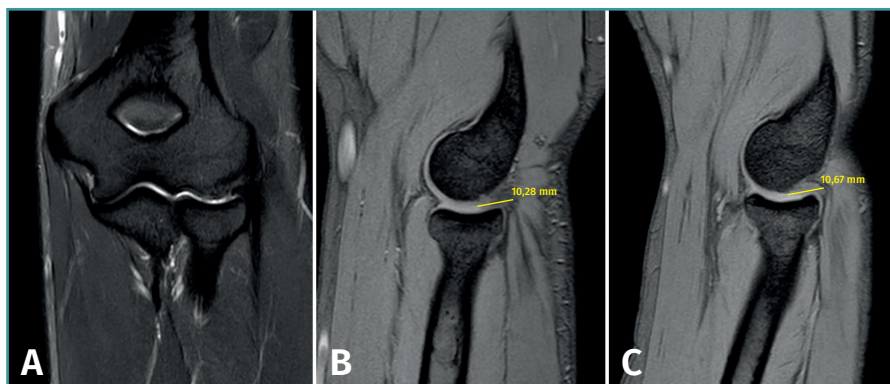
Imágenes de resonancia magnética de un codo izquierdo. Se aprecia una plica posterolateral de codo en el plano coronal (A) y en el plano sagital (B y C).
